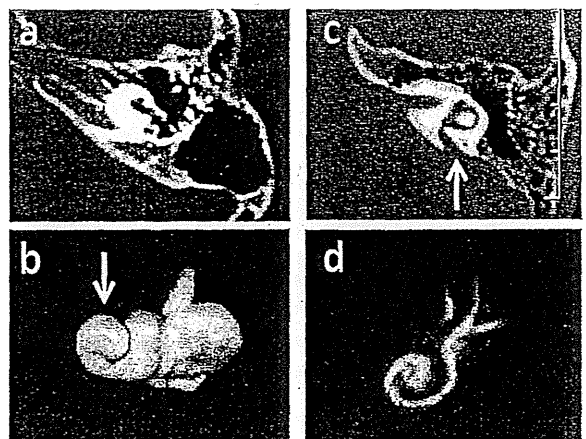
CT and MRI of IP-I and IP-II inner-ear malformation
